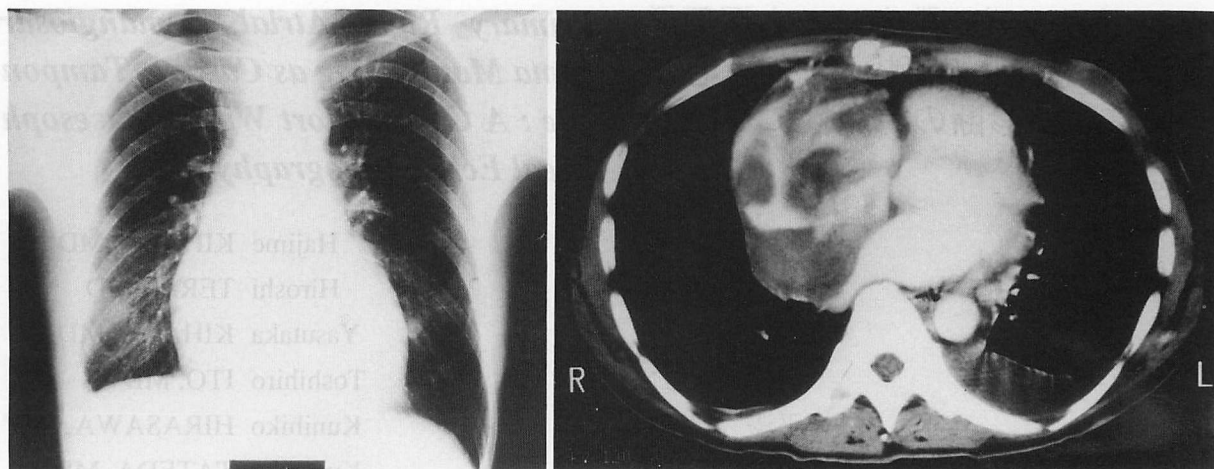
Left : Chest radiograph on admission showing cardiomegaly and pleural effusion
